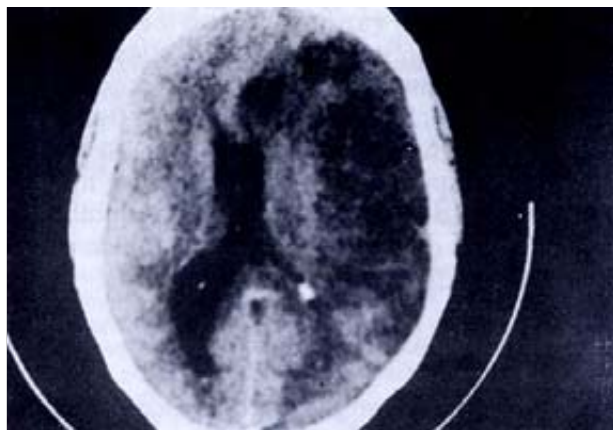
Tomografía axial computada en donde se observa infarto cerebral extenso con edema cerebral y efecto de masa. Colapso del sistema ventricular ipsilateral y desplazamiento de la línea media.
